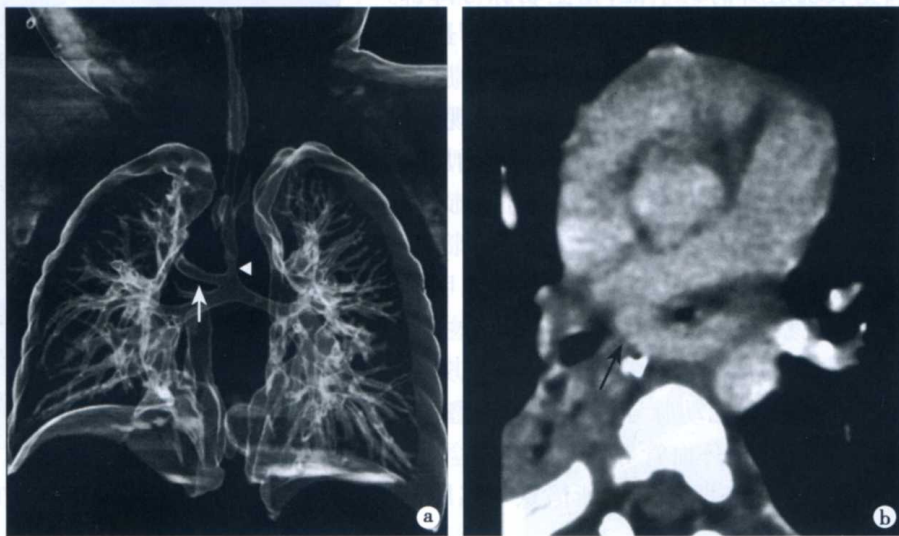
血管环畸形 (肺动脉吊带) CT 表现
